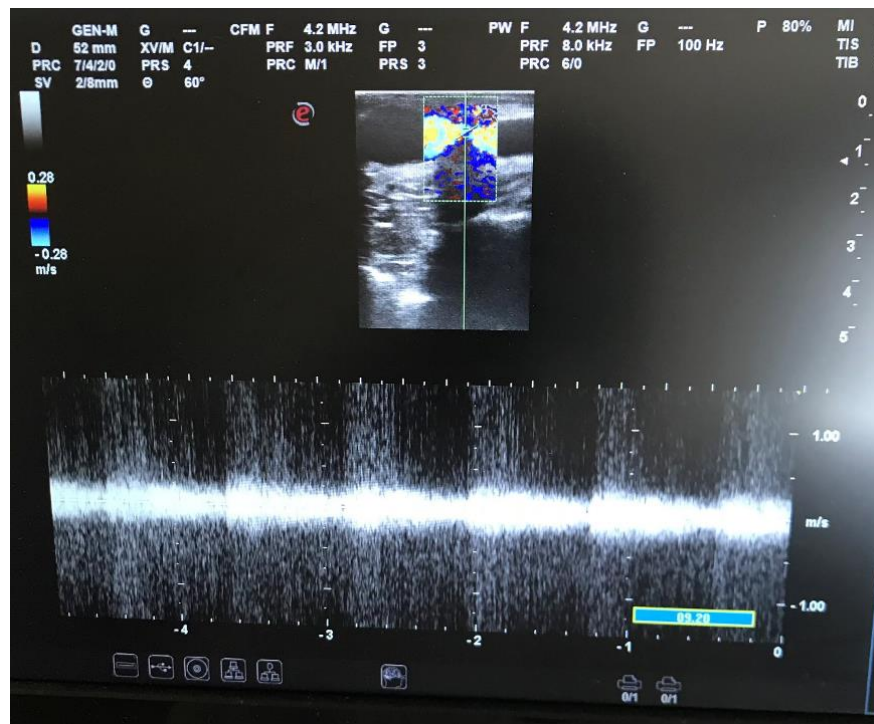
Reperto ecografico stenosi venosa caso 2.
